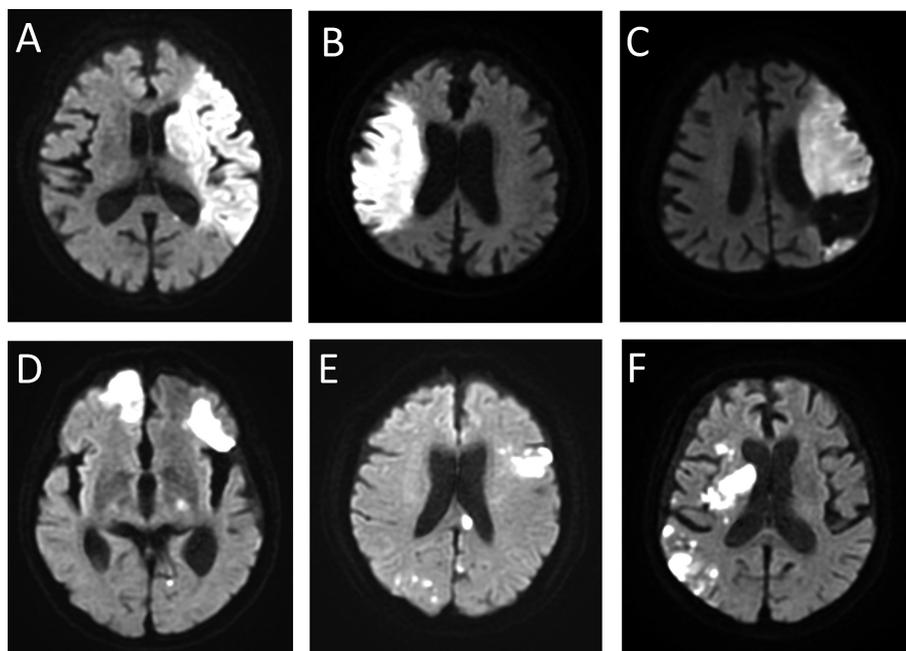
トルーソー症候群の頭部 MRI 拡散強調画像(DWI)所見
